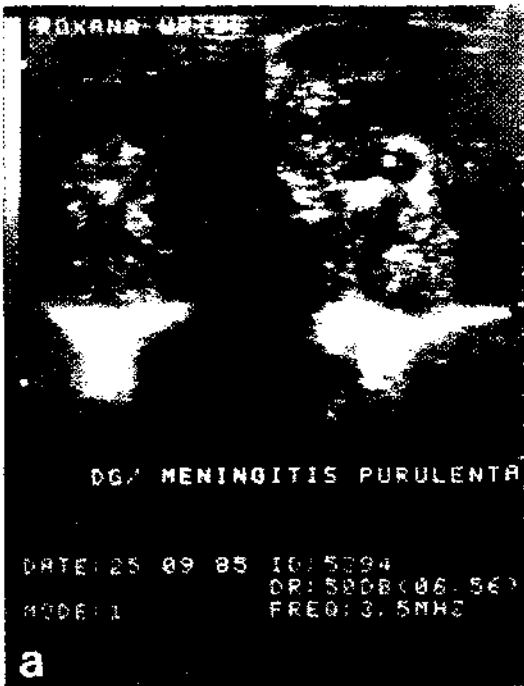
Lactante de 5 meses portador de una meningitis purulenta de evolución grave en la cual la ultrasonografía revela una dilatación tri-ventricular: a) Imágenes ecogénicas intraventriculares sospechosas de ventriculitis que evolucionan hacia la progresión de una dilatación bi-ventricular b) Imagen compatible con dilatación bi-ventricular.
